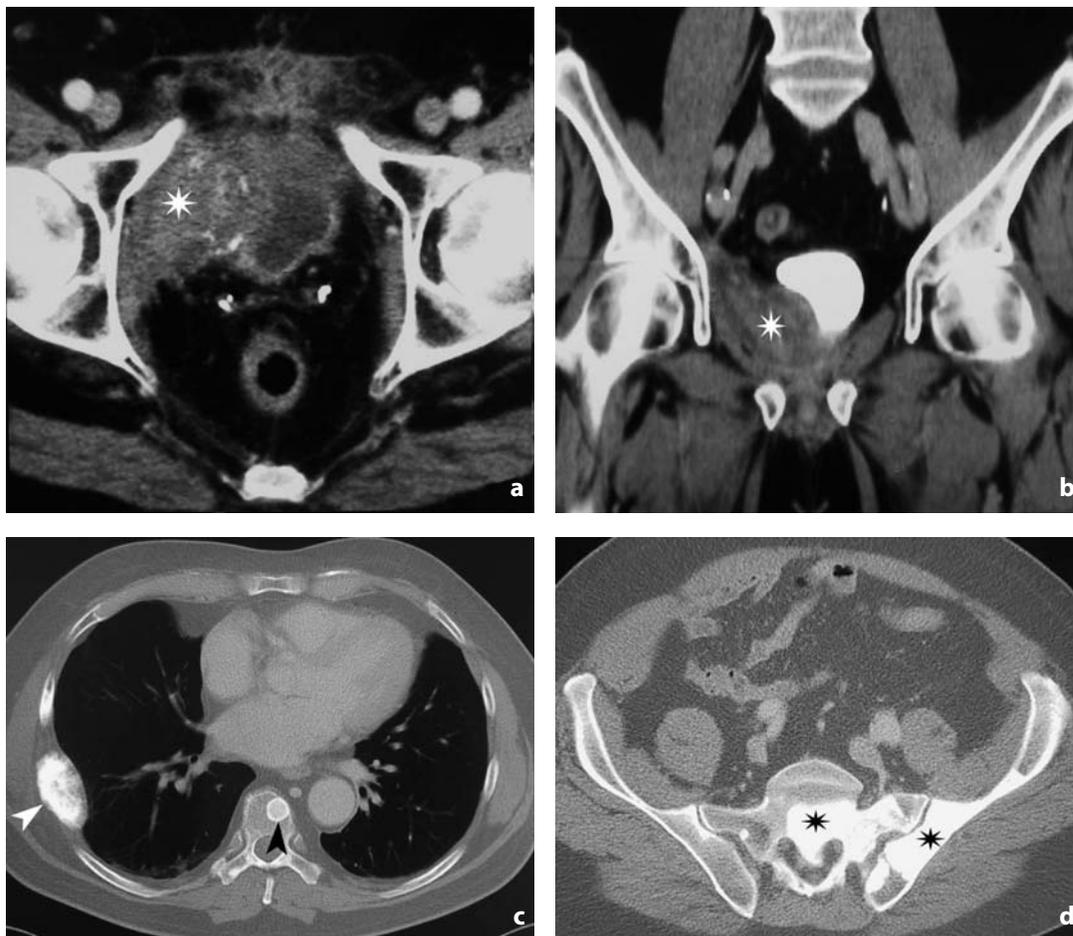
Tomografia computerizzata. Esiti di prostatectomia. Recidiva locale e metastasi ossee. L'immagine assiale (a) e la ricostruzione coronale (b) documentano voluminosa recidiva (asterisco) che determina impronta sulla vescica. Concomitano metastasi ossee addensanti costale e vertebrale (punte di freccia in c), al sacro e all'iliaca sinistra (asterischi in d)
